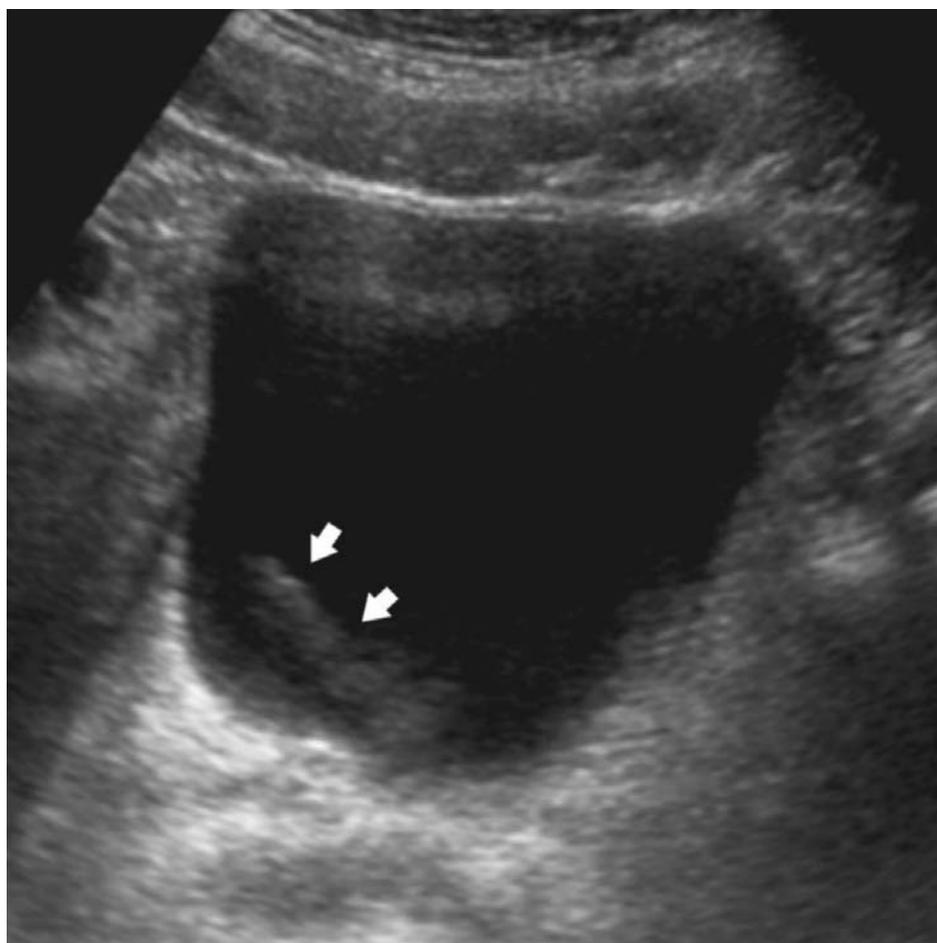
Imagen correspondiente a estudio de ecografía convencional en plano axial de la vejiga donde se identifica una imagen lineal ecogénica en relación con salida de orina a través del meato ureteral (jet ureteral, flechas), hallazgo que descarta obstrucción completa.
